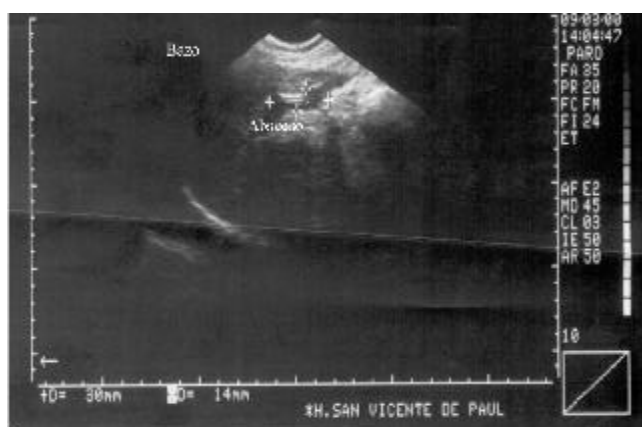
Ecografía corte sagital. Absceso esplénico post-drenaje. 30 x 14 mm.
